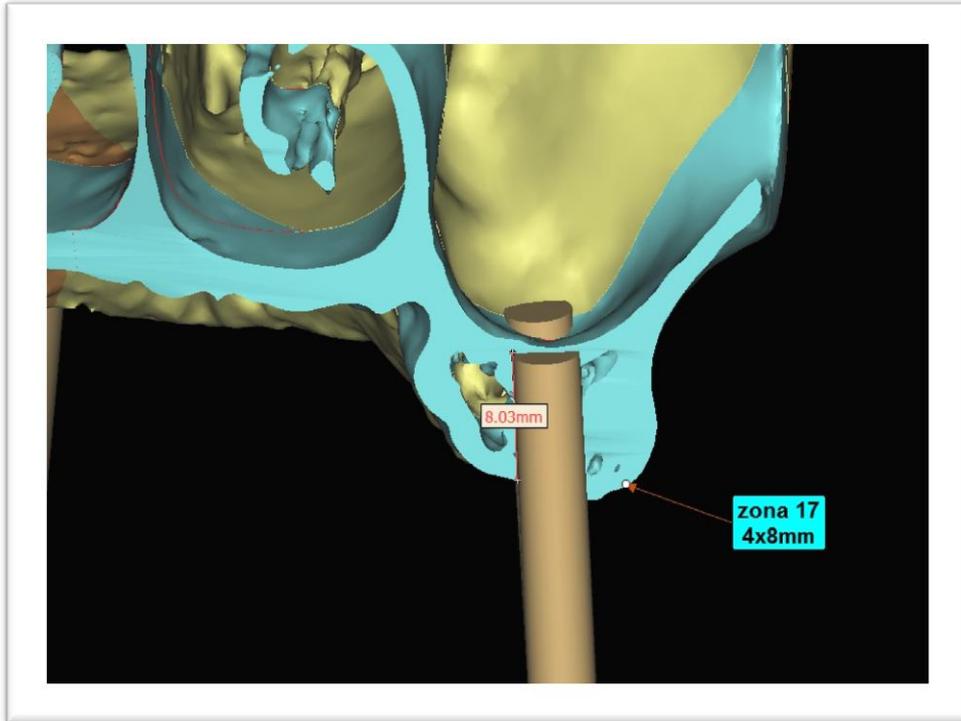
Tomografía 3D, (Planeación para la colocación de implantes) .^{fd.}
